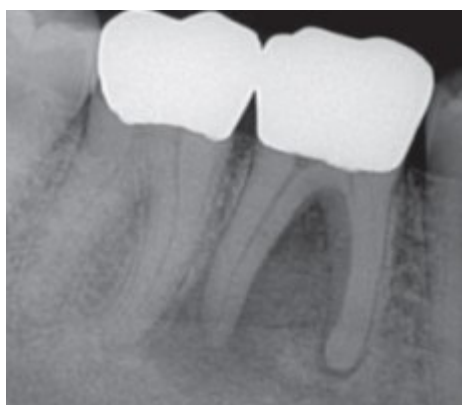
Lesão periapical nas raízes distal e mesial, adaptado de (Simonian et al., 2014)
